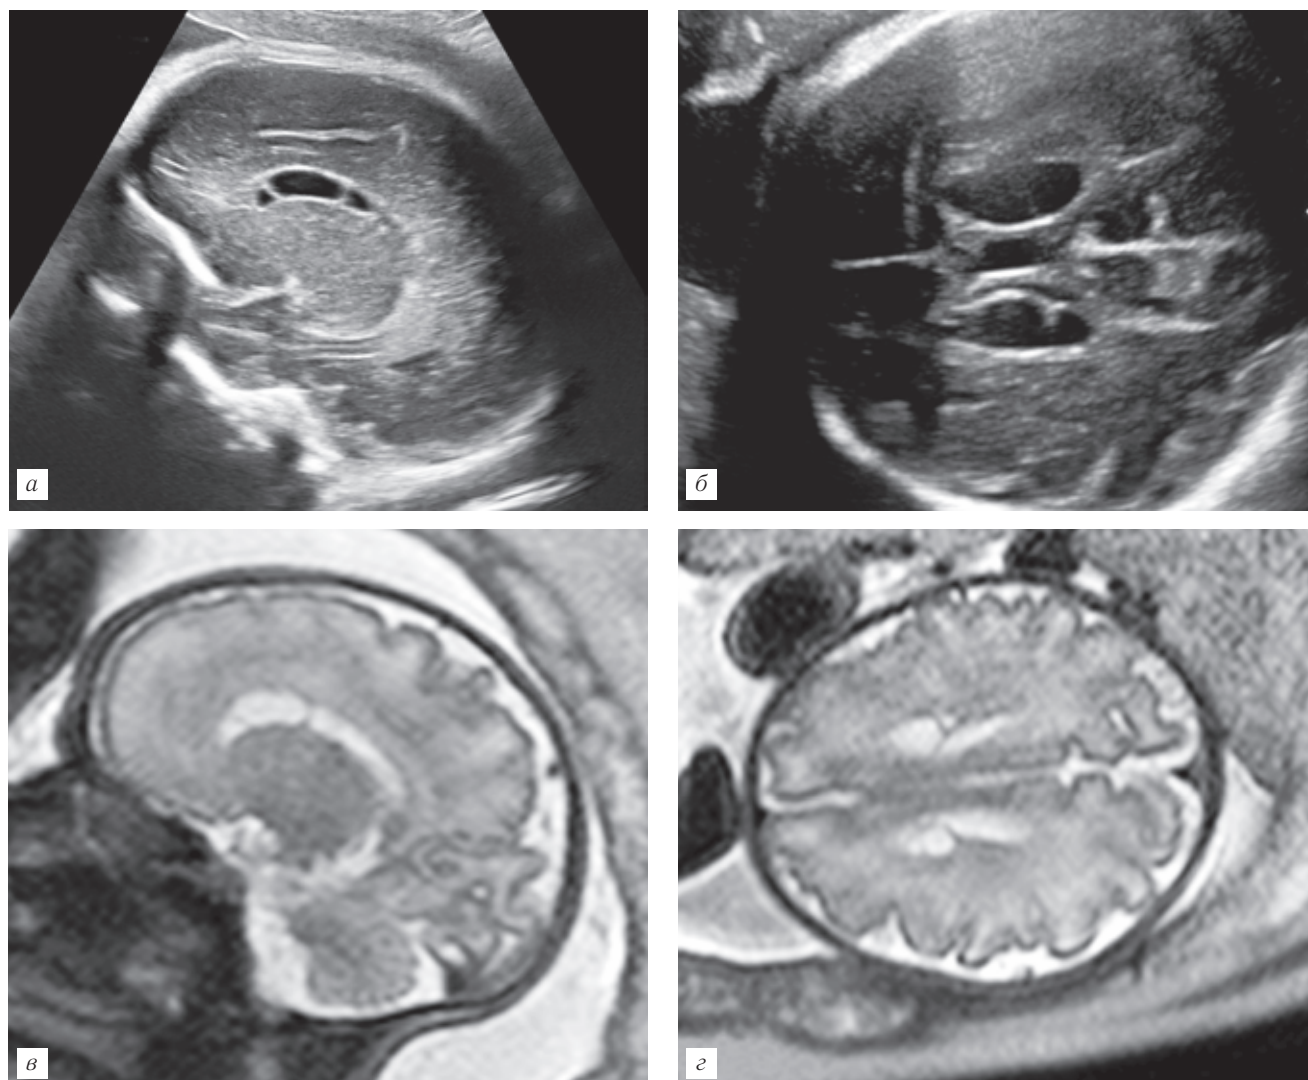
Коннатальные кисты. УЗИ. Беременность 32 нед. Кисты имитируют спайки в плоскости передних рогов боковых желудочков (а, б). МРТ. Беременность 34 нед. На уровне передних рогов боковых желудочков выявляются коннатальные кисты. Передние рога боковых желудочков узкие (в, з).
